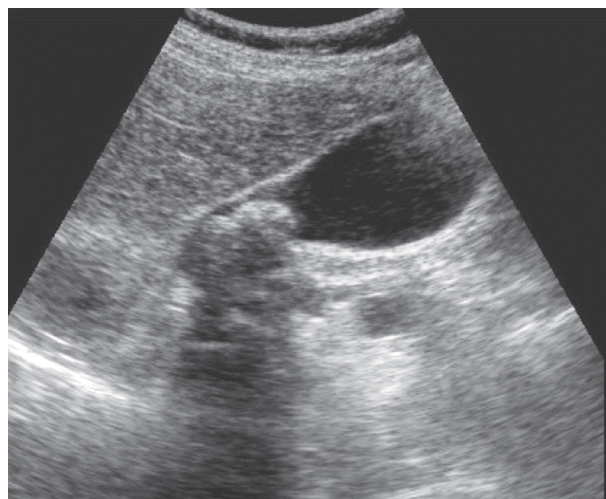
Ecografía de litiasis vesicular con sombra acústica.
